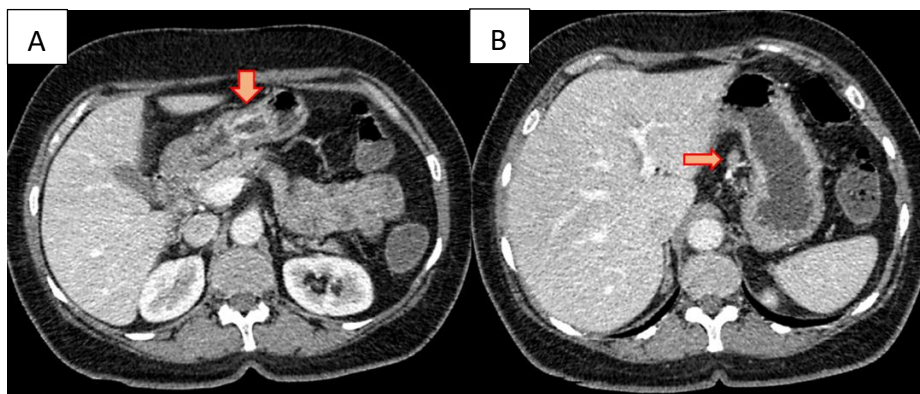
Sexo feminino, 61 anos, diagnóstico de adenocarcinoma gástrico, TNM: pT2N3aMx. (A,B) TC axial com contraste mostrando espessamento parietal com realce ao meio de contraste no antro gástrico, além de linfonodo arredondado, de conformação suspeita, localizado na pequena curvatura gástrica.
